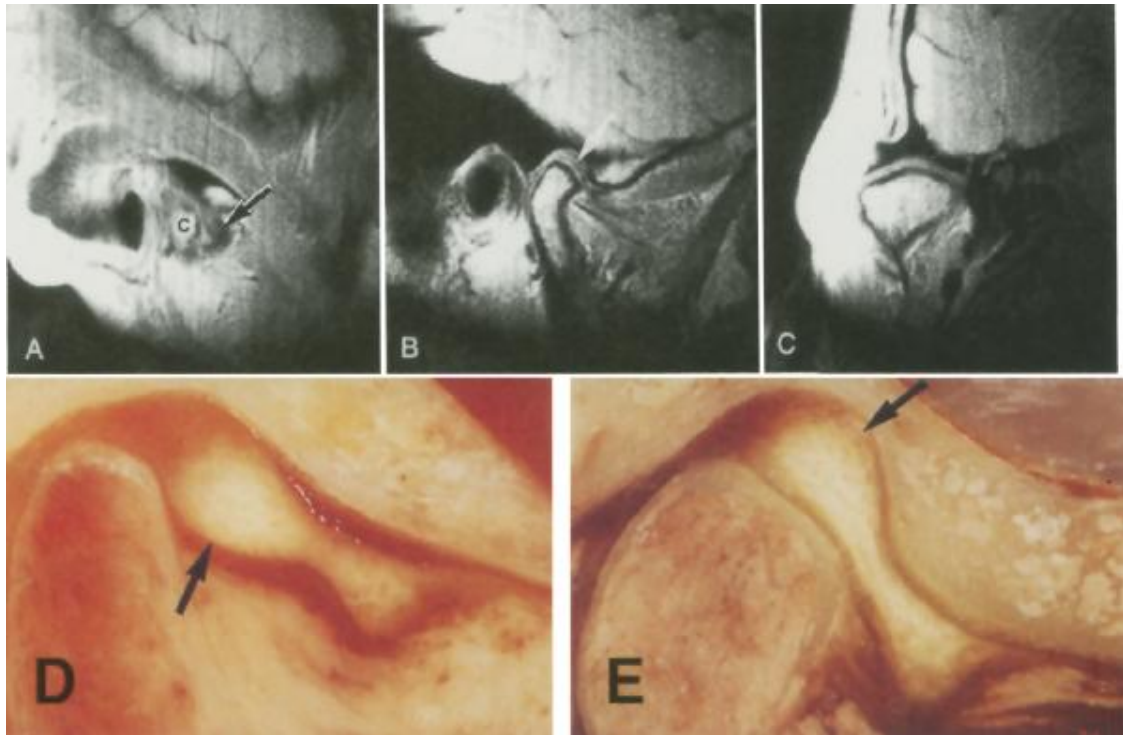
Deslocamento parcial anterior do disco na borda lateral da articulação. A, imagem sagital da RM da parte lateral do disco mostrando-se (seta) anteriormente ao cômulo (C). B, Imagem sagital da RM da parte medial da articulação (o mesmo conjunto como A) mostrando disco (seta) superiormente ao cômulo. C, imagem coronal da RM (mesma articulação como A e B) mostrando-se sem deslocamento medial ou lateral do disco. D, ciossecção sagital da parte lateral da articulação (articulação diferente da A e C) mostrando o deslocamento anterior do disco (seta). E, ciossecção sagital da parte medial (mesma articulação como na imagem D; conjunto diferente de A e C) mostrando o disco (seta) superiormente ao cômulo.
